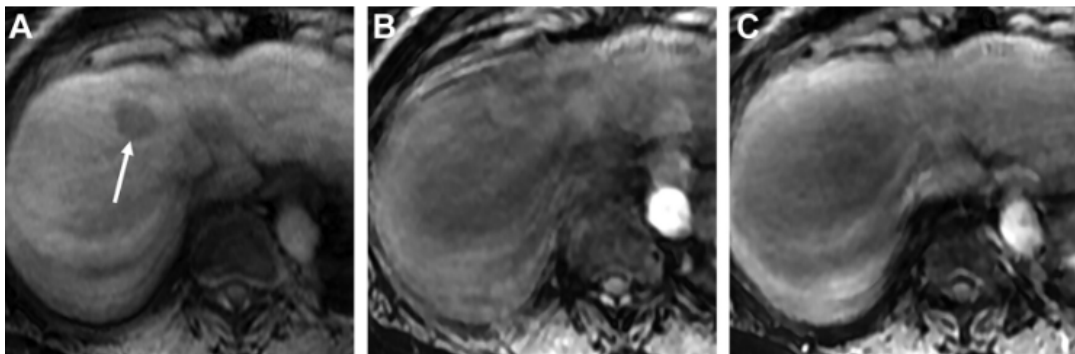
LR-NC (non catégorisable) chez une femme de 57 ans atteinte d'une cirrhose de l'hépatite C. L'IRM montre une observation de 22 mm (flèche) sur la phase hépatobiliaire (A). Un artefact de mouvement sévère rend la phase artérielle (B) et la phase veineuse porte (C) non diagnostiques, excluant l'évaluation des caractéristiques majeures[74].
